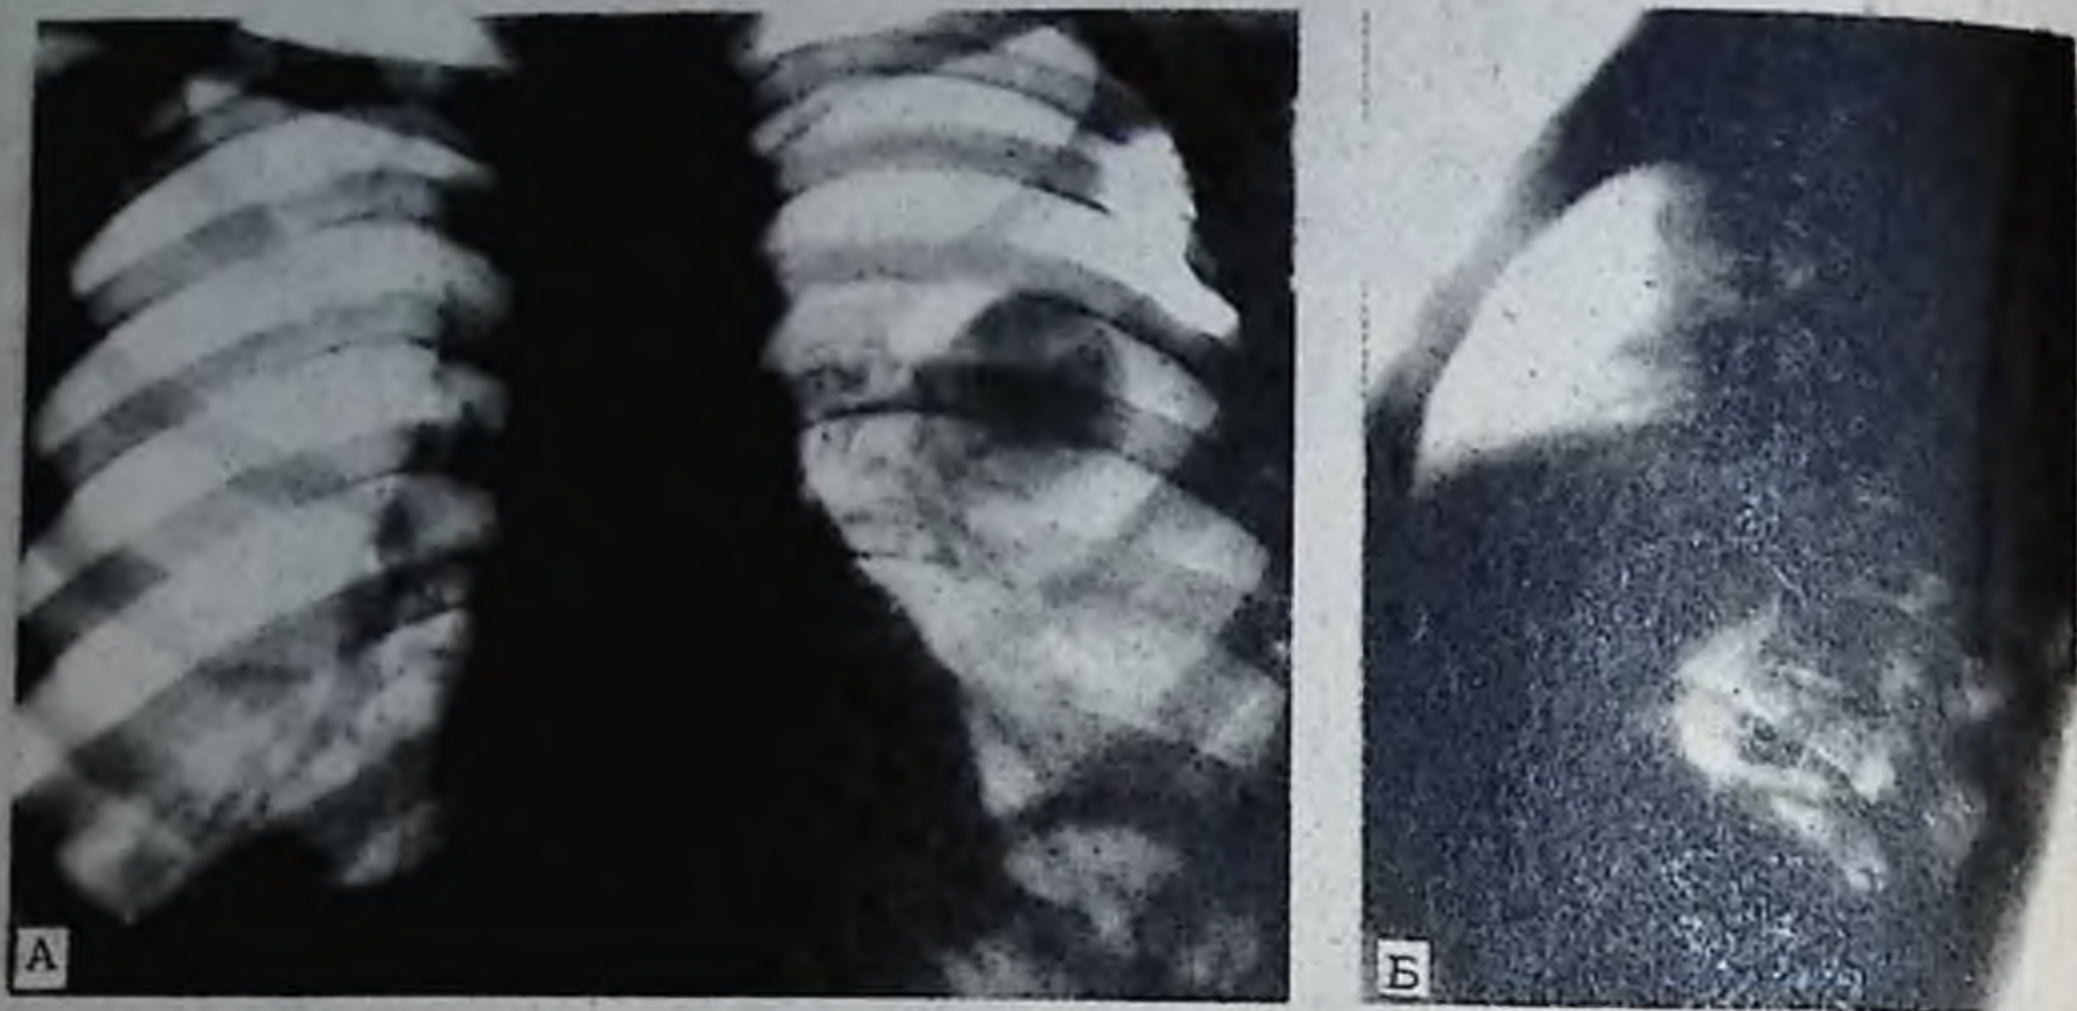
Рентгенограммы грудной клетки в двух проекциях.
